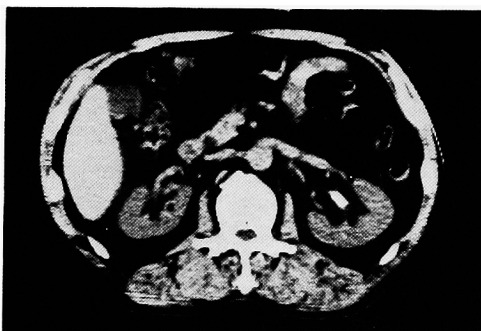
CT before ESWL; The high density shadow which indicates a calculus is seen in the left pelvis.
